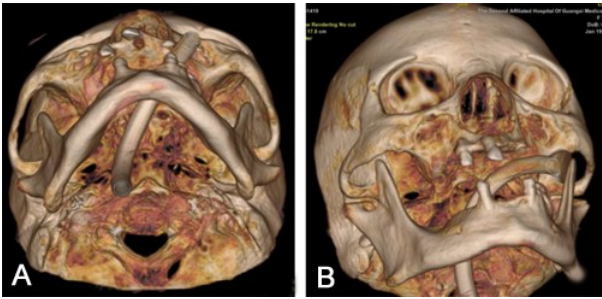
头部CT三维重建显示卵圆孔形态并规划穿孔路径
